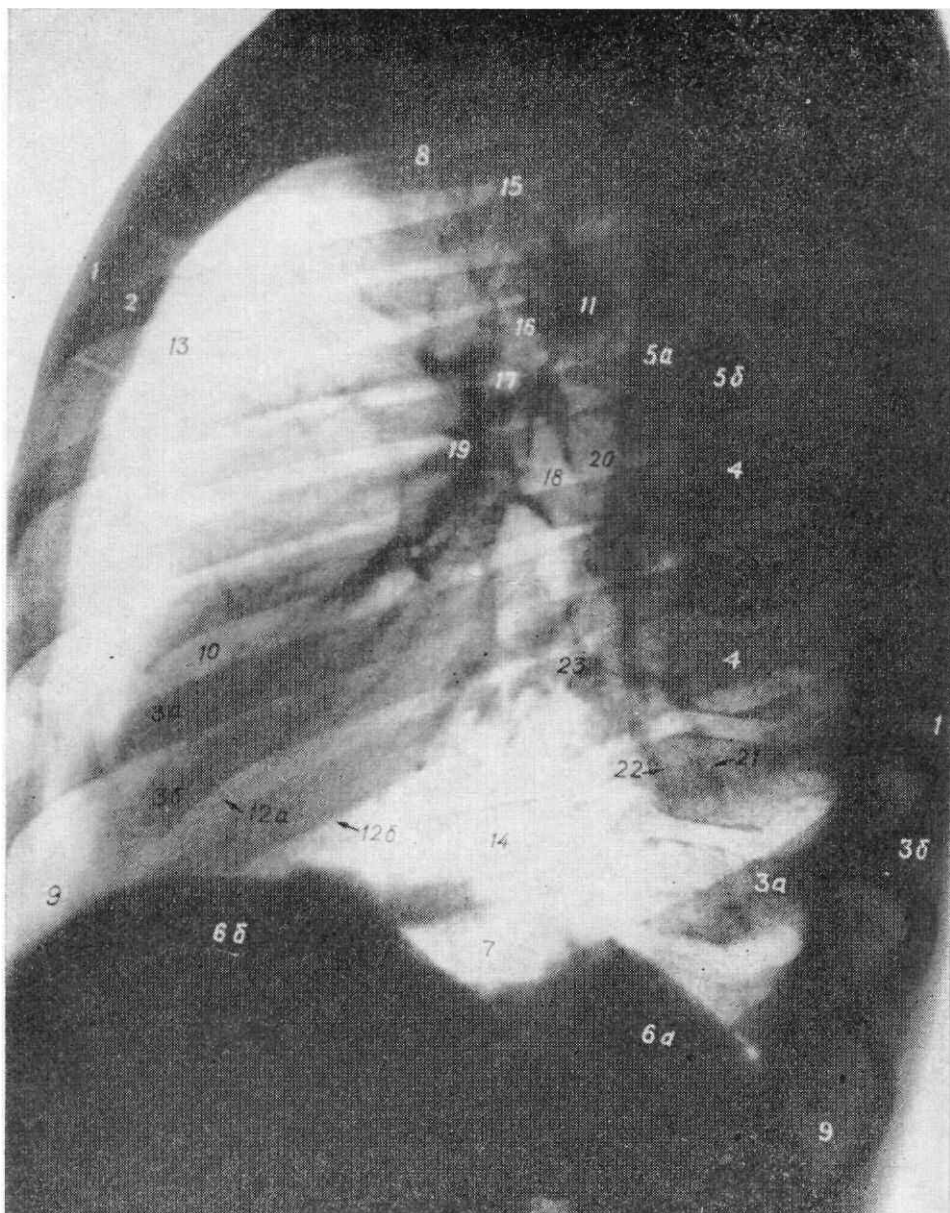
Рентгенограмма легких в левой боковой проекции.
